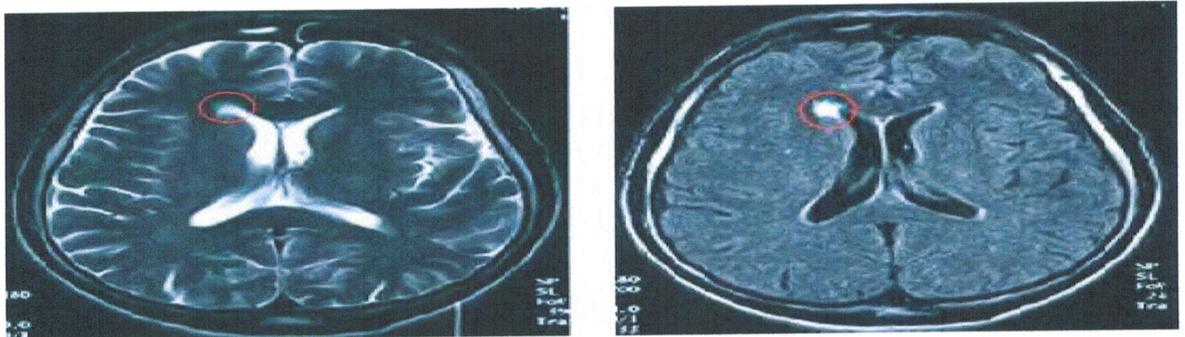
Lésion de sclérose en plaques : IRM cérébrale en séquence T2 (à gauche) et en séquence T2 FLAIR (à droite) chez le même patient, coupe
